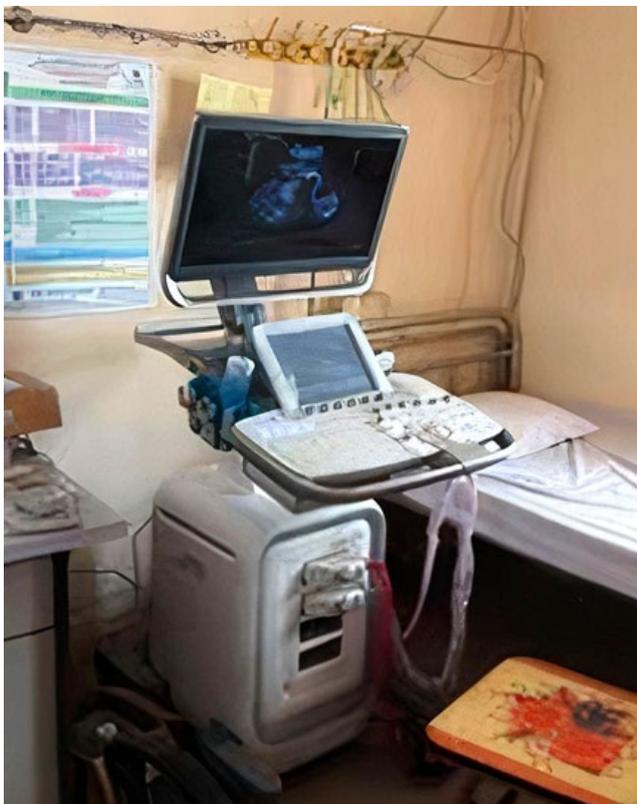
The ultrasound system.
